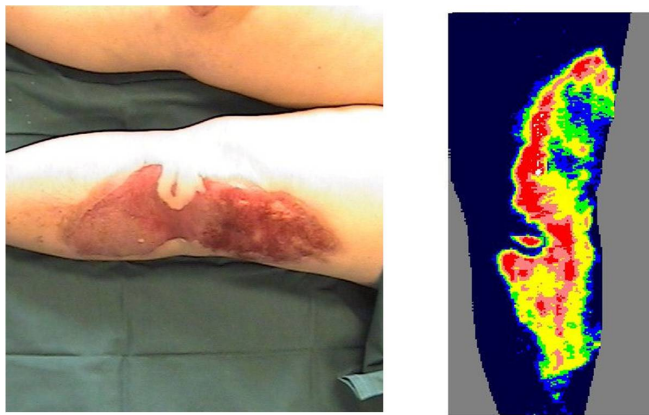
Photographie d'une zone brûlée et image correspondante de la perfusion microvasculaire obtenue par la technique d'imagerie laser Doppler utilisant un miroir. Figure issue de [8].
